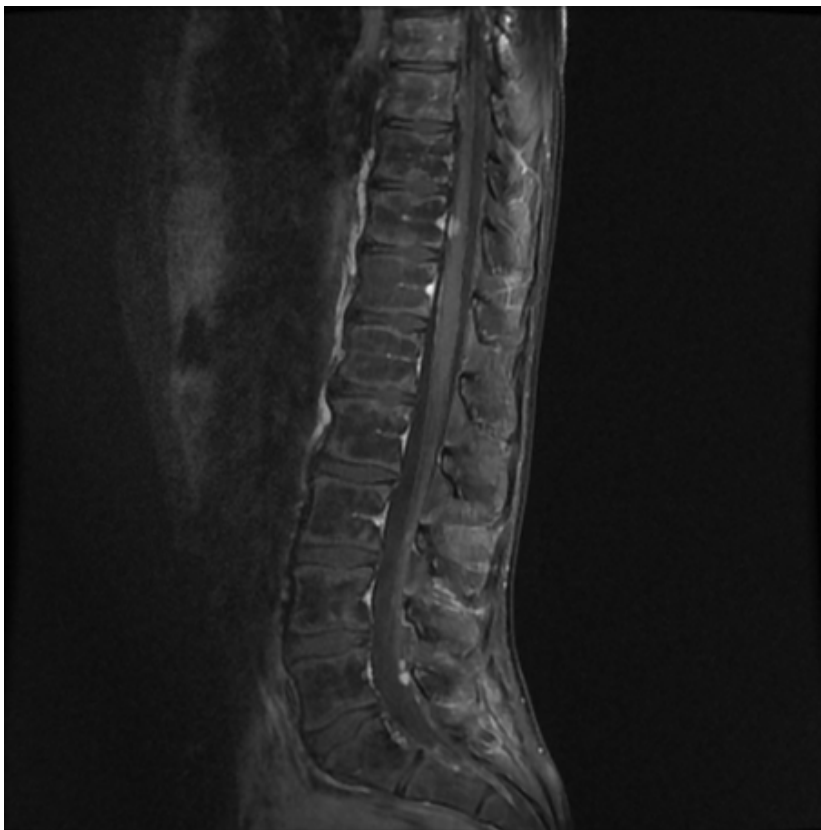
Figure 6. IRM : coupe sagittale médiane en pondération T1 avec injection de gadolinium. Métastases nodulaires le long de l'axe spinal
